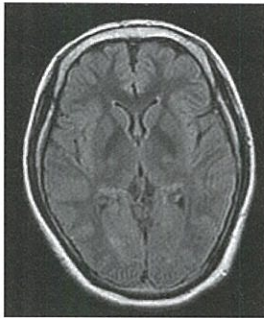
術前MRI FLAIR画像水平断：頭蓋内に明らかな異常は認められない
